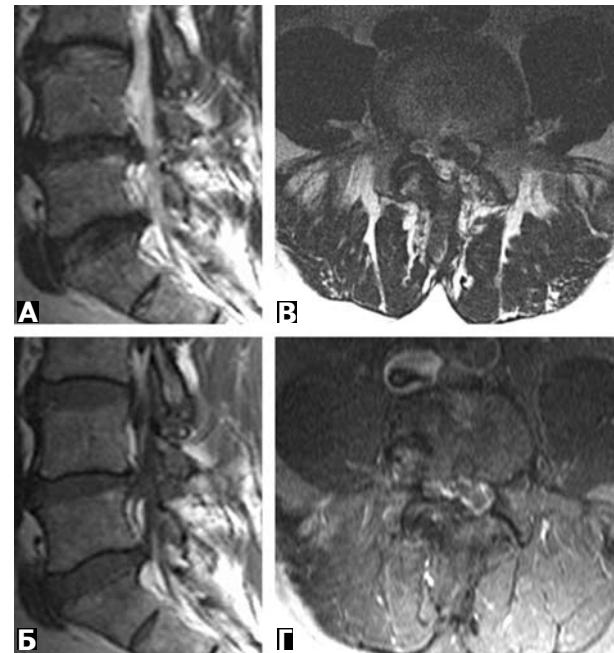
Хворий ІІІ., 43 роки. Стан після видалення задньої парамедіанної грижі міжхребцевого диска L_{IV}–L_V ліворуч. МРТ у зв'язку з припущенням про наявність рецидиву грижі. На нативних T2-зважених зображеннях в сагітальній (А), аксіальний (В) проекціях та T1-зважених зображеннях в сагітальній проекції (Б) в латеральній кишенні на рівні L_{IV}–L_V ліворуч візуалізується вогнище гіпоінтенсивного МР сигналу; визначається післяопераційний дефект пластини дуги L_{IV} хребця ліворуч, не візуалізується ліва жовта зв'язка. Після внутрішньовенного введення контрастного препарату на основі Gd-ДТПА накопичення його у вогнищі не спостерігали, що видно на T1-зважених зображеннях з усуненням МР сигналу від жиру в аксіальний проекції (Г); контрастний препарат накопичувався епідуральною клітковиною навколо вогнища. Висновок: рецидив задньої парамедіанної грижі міжхребцевого диска L_{IV}–L_V ліворуч.
